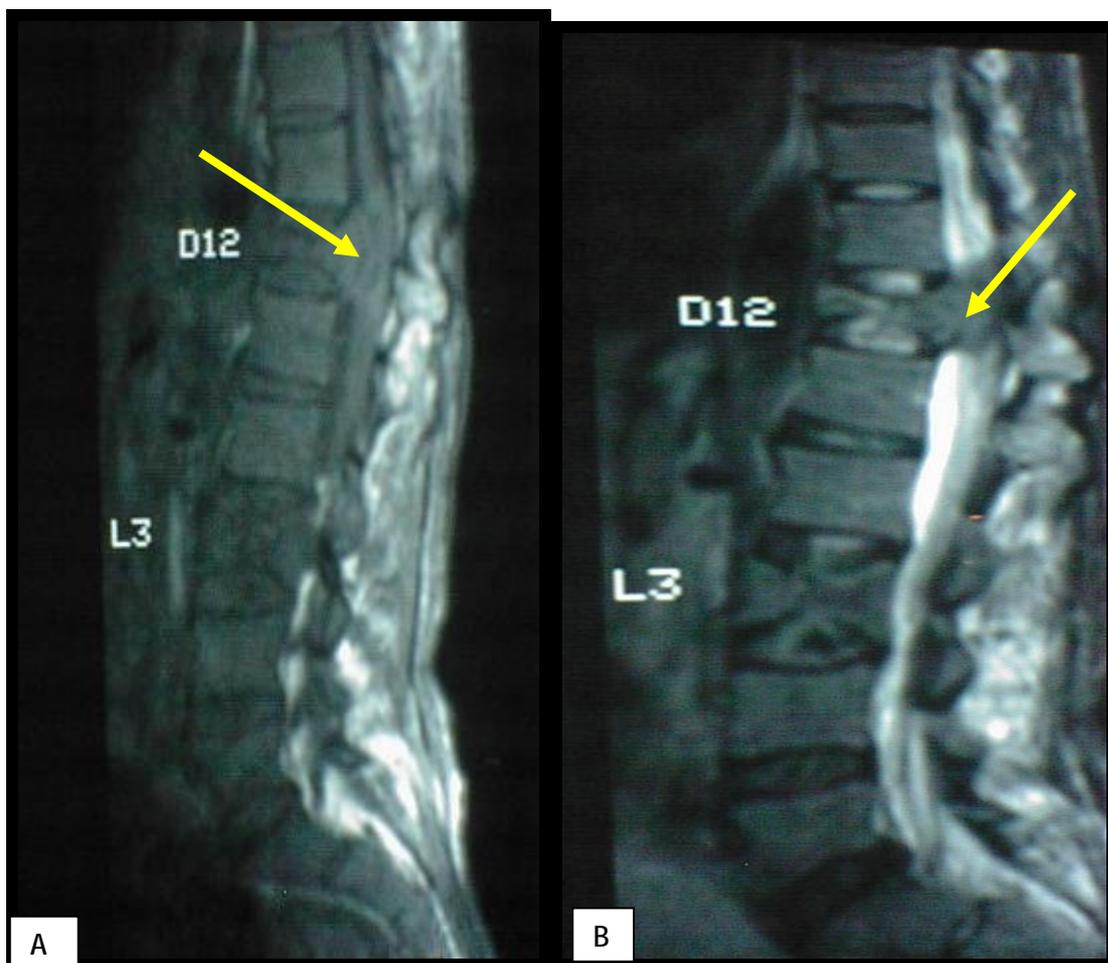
Images IRM séquences T1 (A) séquence T2 (B) montrant une double localisation secondaire en T12 et L3 avec forte compression médullaire en regard de T12 (→)
